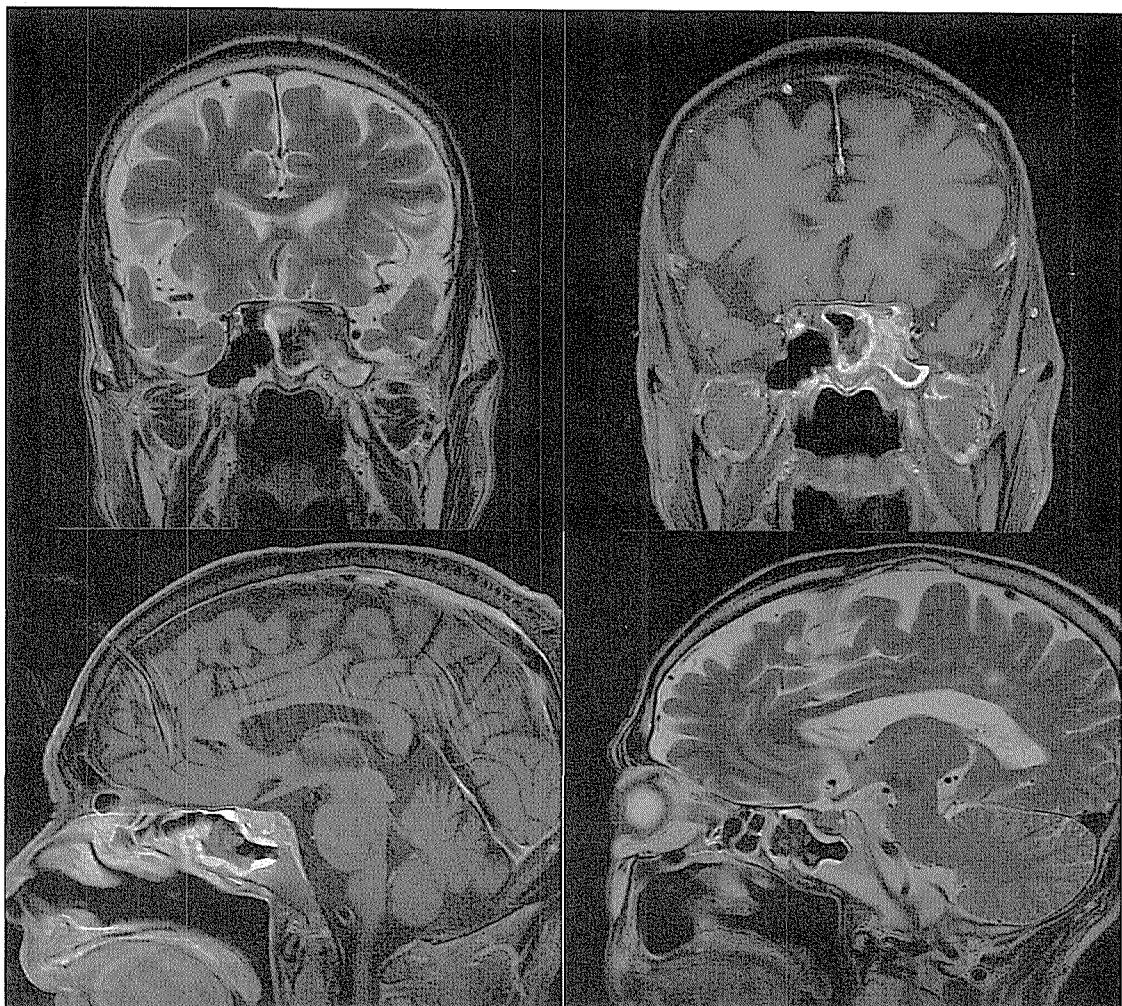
Orbital MRI shows a left sphenoid sinus mass with optic nerve invasion.
